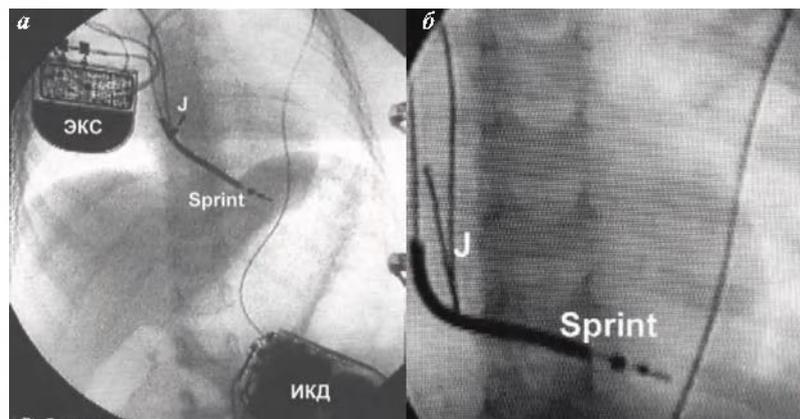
Рентгенограммы больного К.: а - обзорный снимок грудной клетки, проекция РАО-30, б - прицельный снимок положения электродов, прямая проекция, где ЭКС - корпус электрокардиостимулятора, ИКД - корпус дефибриллятора, J - j-образный электрод в ушке правого предсердия, Sprint - желудочковый электрод с дефибриллирующей спиралью в верхушке правого желудочка.
